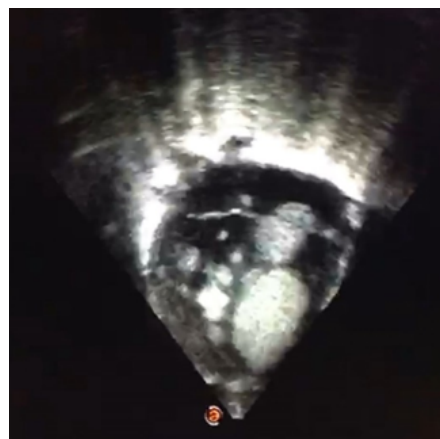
Ecocardiograma del neonato con demostración de las lesiones intracardíacas.
